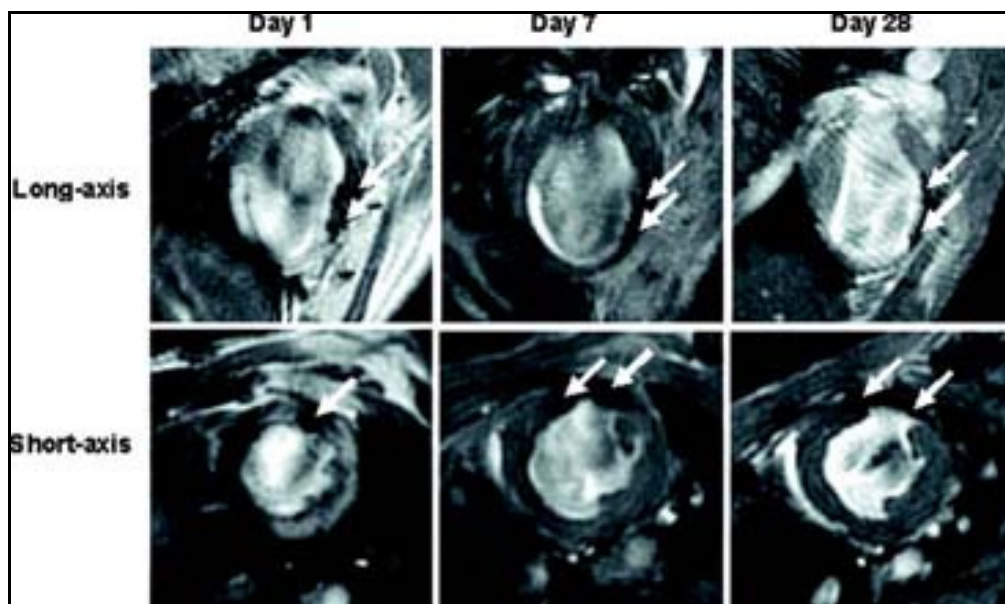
Immagini RMN in vivo di un cuore murino infartuato (dopo 1, 7 e 28 giorni) in cui sono state inoculate cellule staminali embrionali marcate con microsfere superparamagnetiche. Le regioni ricche di ferro contenenti le microsfere sono visualizzate come aree scure (frecche bianche) e rappresentano le cellule staminali embrionali che si muovono attorno alla lesione.
